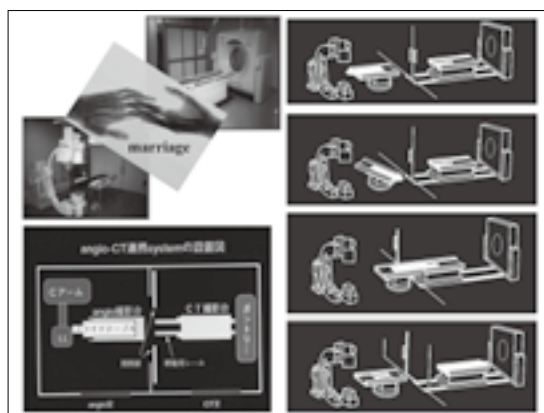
CTとangioを連携させたシステム
